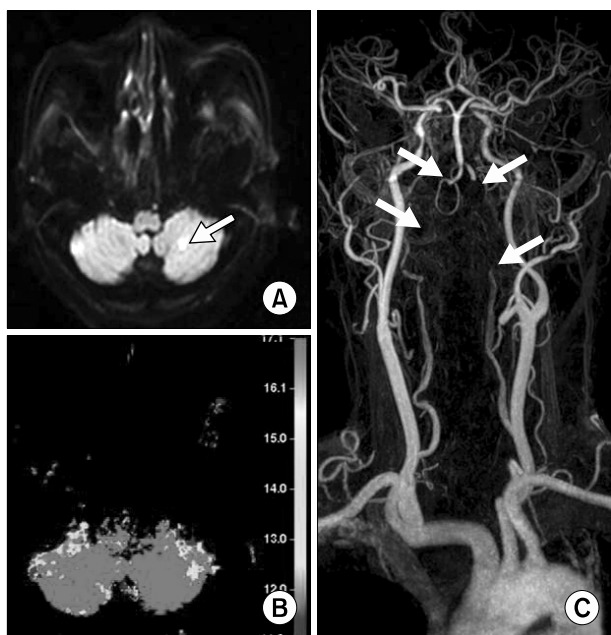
Diffusion-weighted imaging showed a small, acute infarction in the left cerebellum (A). Perfusion-weighted imaging (mean transit time map) revealed marked hypoperfusion in brain stem and bilateral cerebellar hemispheres (B). Magnetic resonance angiography showed occlusions of bilateral vertebral arteries (C).
